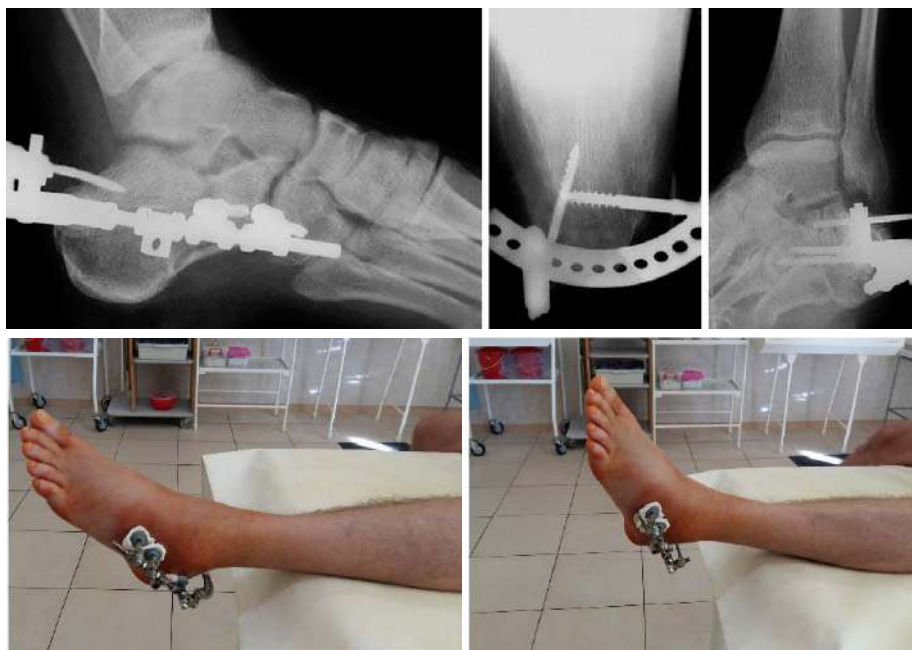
Фотовідбитки контрольних рентгенограм, зовнішній вигляд стопи та функціональний результат після операції
